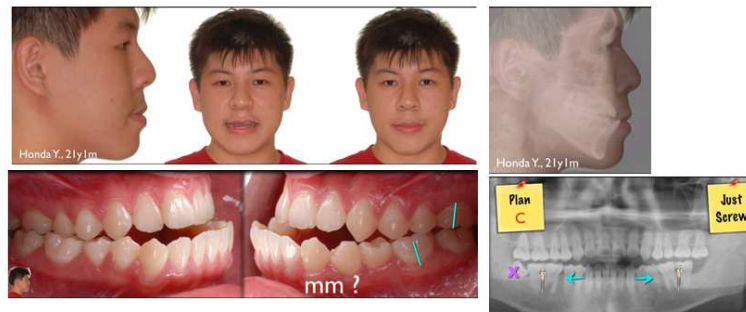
Elementos diagnósticos. Radiografías pre- tratamiento. Imágenes tomadas de su sitio en internet <http://iaoi.pro/archive/post/id/135>
